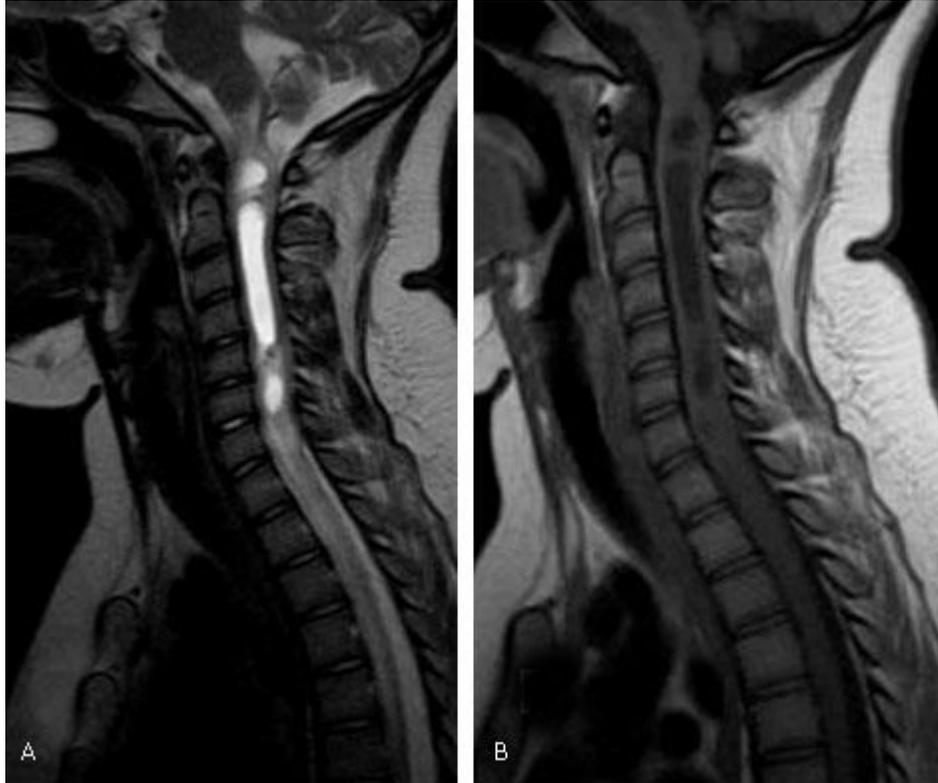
IRM de columna cervical. Imagen de la lesión centromedular. A) Se visualiza hiperintensa en T2. B) Se visualiza hipointensa en T1 que se extiende desde C1 hasta C6.
